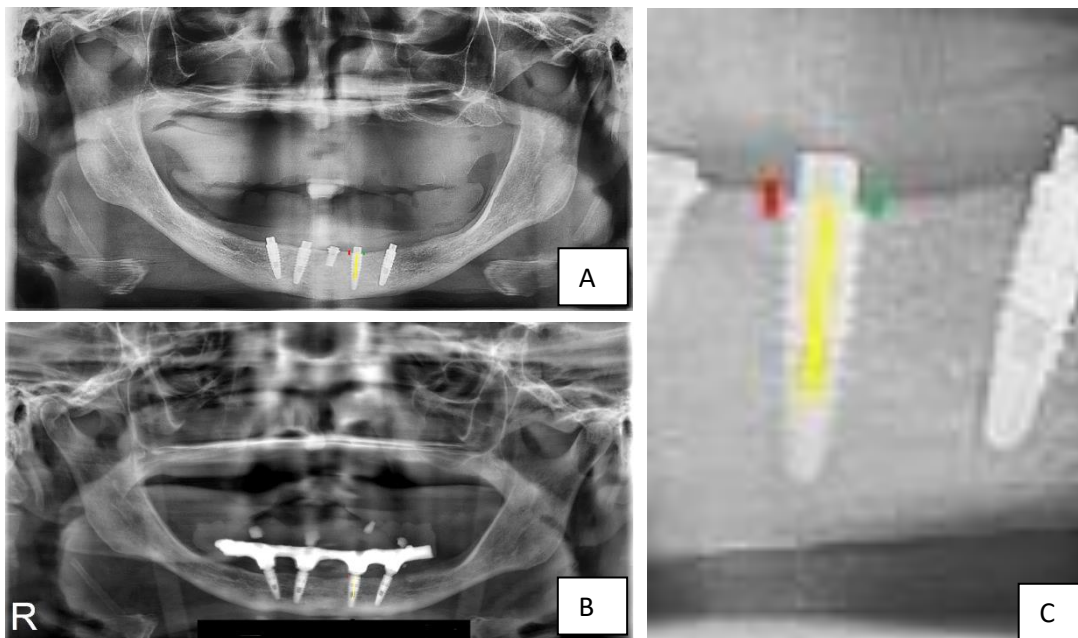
Foram utilizadas as radiografias panorâmicas antes da reabertura (A) e após 3 meses de uso da prótese (B). Para o cálculo da remodelação óssea, foi mensurado a distância do osso até a plataforma do implante na mesial e distal e a cavidade interna do implante utilizada como referência para as mensurações (C).
